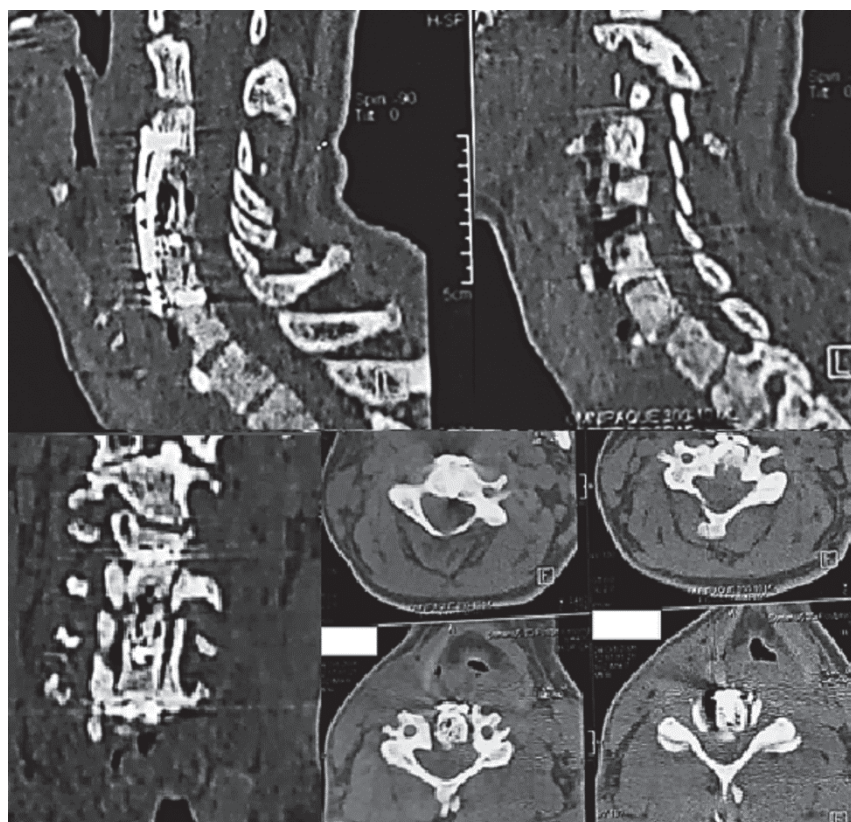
На КТ шейного отдела позвоночника видно скопление свободного газа в области оперативного вмешательства, начальная деструкция аутоотрансплантата. Стояние аутоотрансплантата и пластины удовлетворительное
